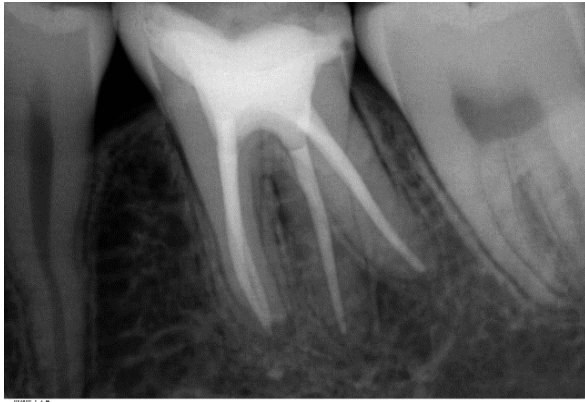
Radiografía control 9 meses.*
